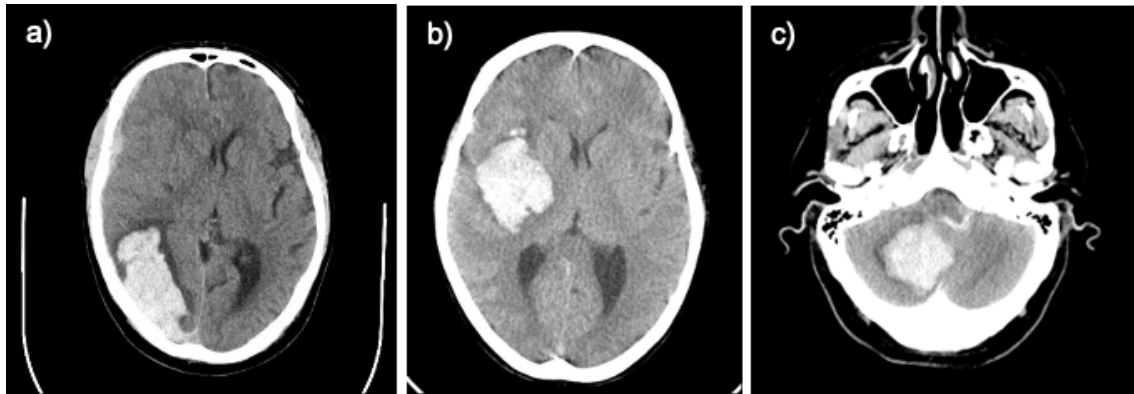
Blutungslokalisationen, kraniale Computertomografien (nativ). a) Lobär gelegene, atypische intrazerebrale Blutung rechts okzipital, b) tief gelegene, intrazerebrale Blutung in den Stammganglien rechts und c) infratentorielle zerebelläre Blutung rechts.
